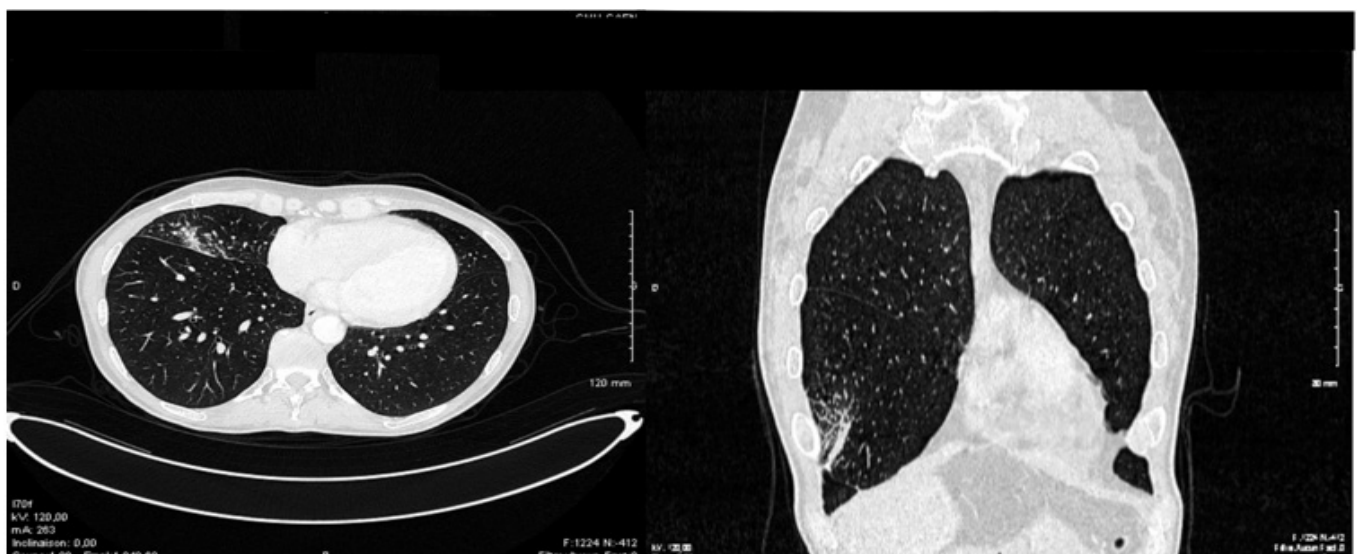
épaississement pariétal bronchique avec des opacités parenchymateuses ventrales du lobe moyen à la TDM thoraco-abdomino-pelvienne.
